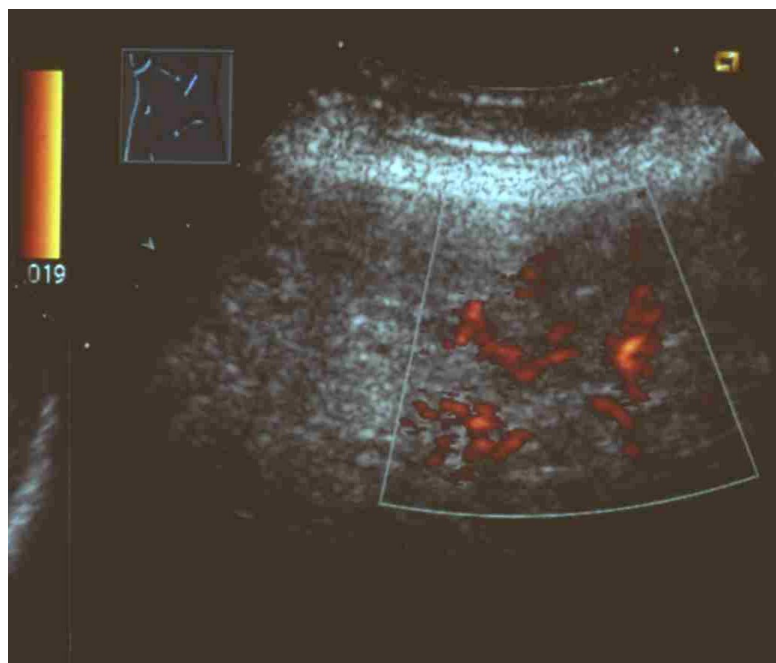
Power-Doppler: Normale segmentale Gefäßarchitektur der Milz nicht mehr erkennbar
